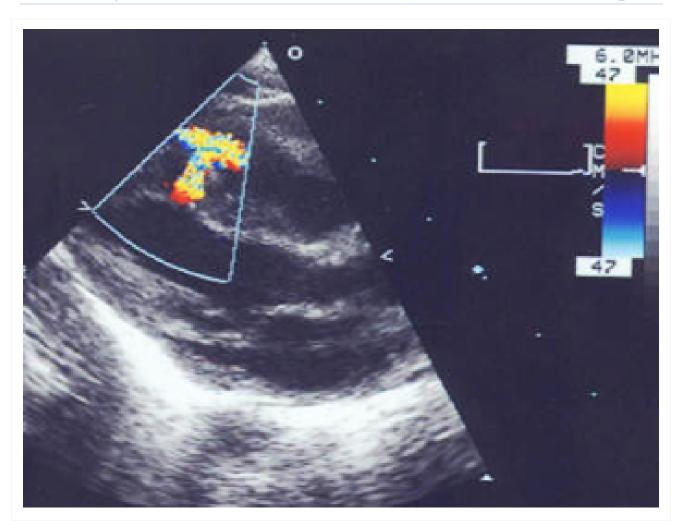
Imagem ecocardiográfica de um defeito do septo ventricular (DSV) do tipo 4 (muscular) com dopplerfluxometria a cores mostrando shunt esquerda-direita
